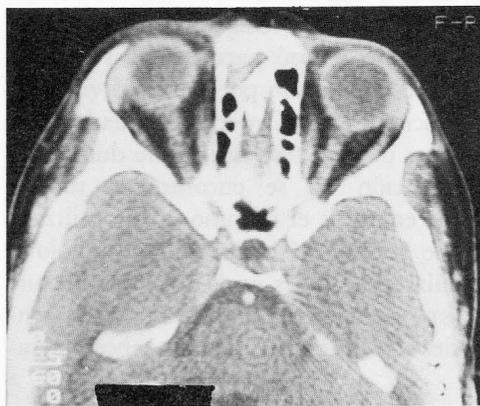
Imagen de la TAC. Se observa densidad líquida a nivel de la silla turca
